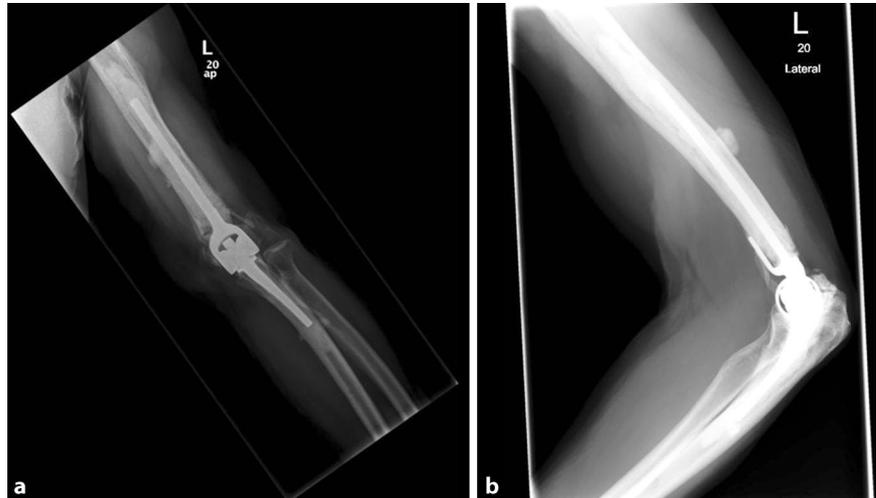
▲ a, b Röntgenverlaufkontrolle 69 Monate nach Implantation einer Ellenbogengelenkendo-prothese
